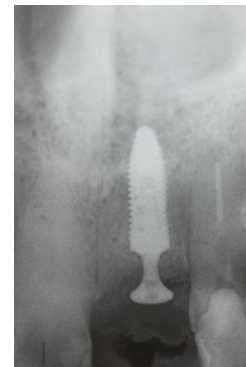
Radiografia após 8 meses
